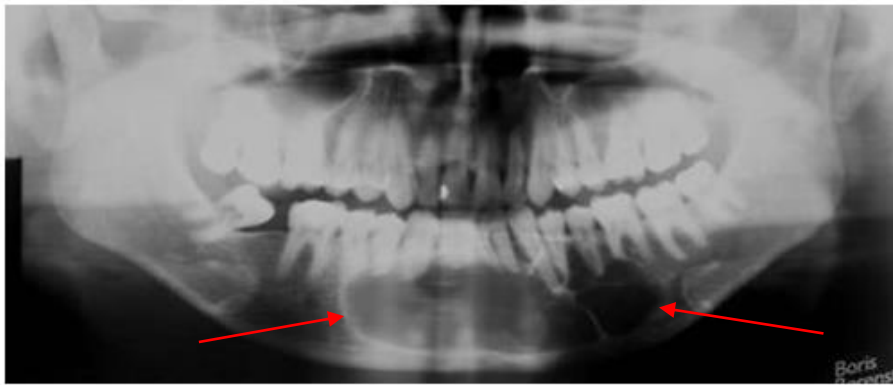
Radiografía panorámica donde se observa una imagen quística multilocular con márgenes bien definidos, borde esclerótico radiopaco y desplazamiento de raíces sin reabsorción radicular.⁴¹
